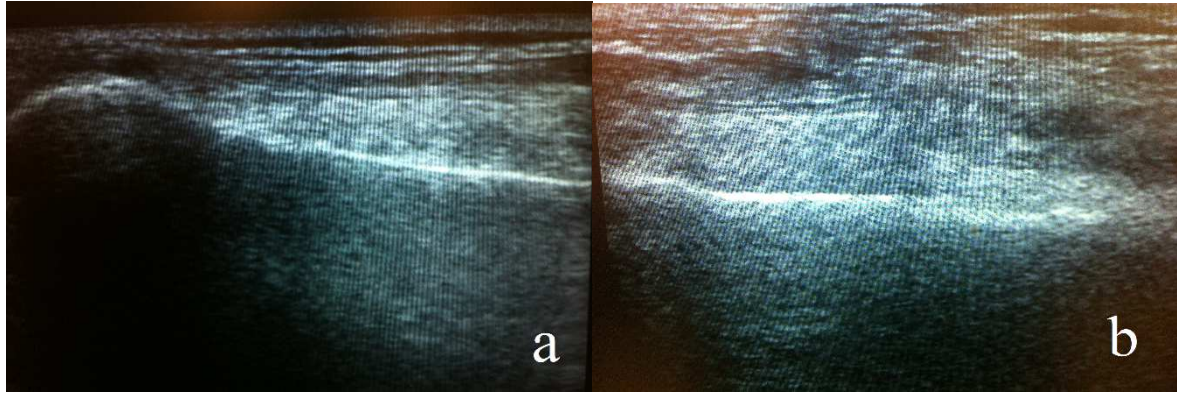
Redüksiyon öncesi ultrasonda radial kısalık ve multiple fragman
